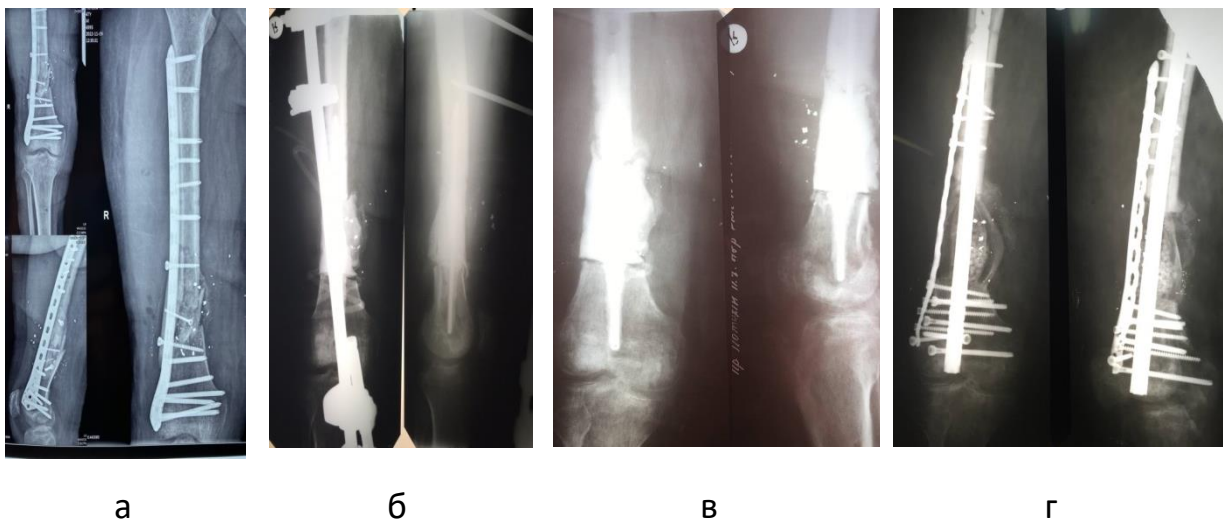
Рентгенограми хворого П.
